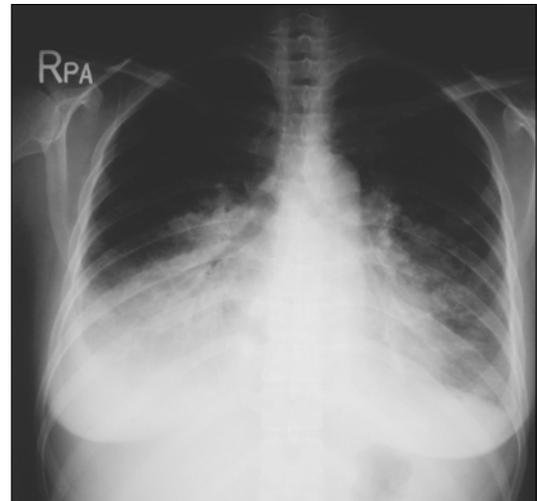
Chest X-ray. Chest x-ray shows more aggravated cardiomegaly and pulmonary edema.
